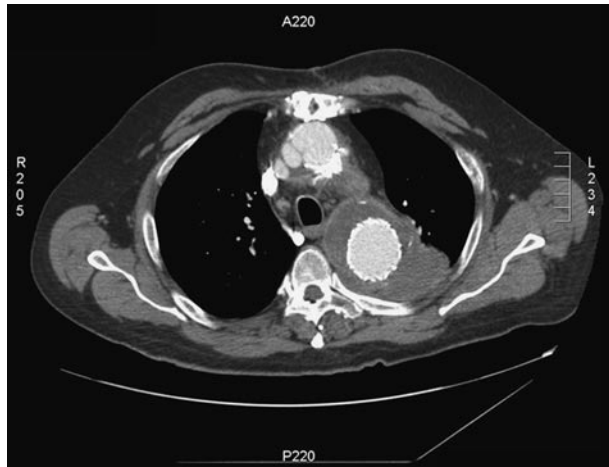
Tomografía computarizada (TC) a los 3 meses postoperatorios que demuestra la reparación del cayado intacta y ausencia de endofugas.
